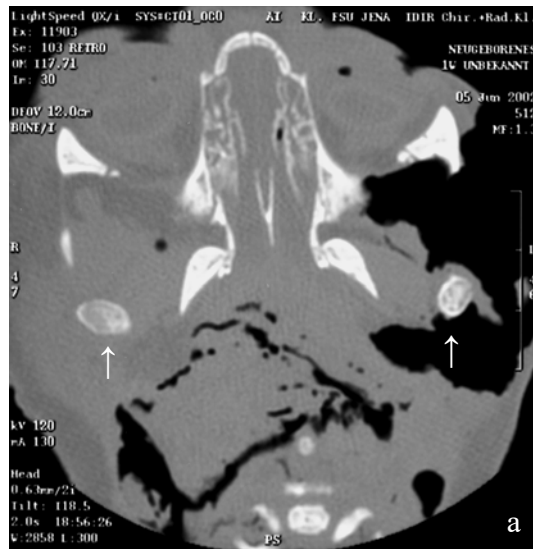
CT-Aufnahmen vom Neugeborenen. Die Kieferköpfchen sind mit einem Pfeil markiert, Aussagen zu deren Feinstruktur sind nicht möglich. Nähere Informationen in Tabelle 4 und obenstehendem Text.
